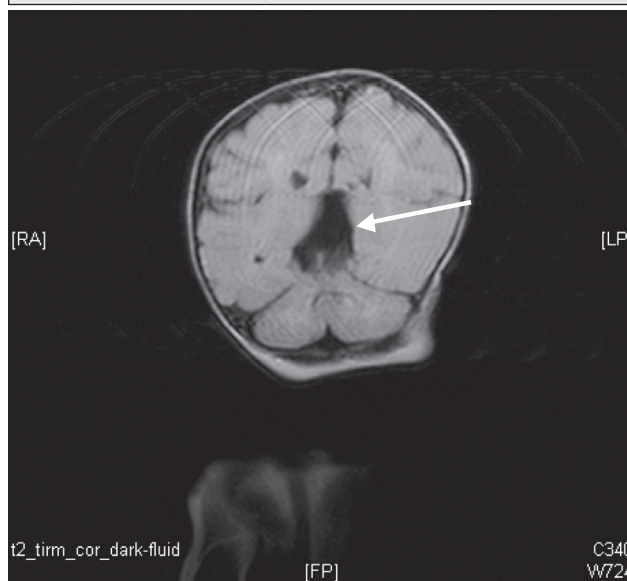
RMN con corte coronal del cerebro donde se aprecia la lesión quística señalada con la flecha.
